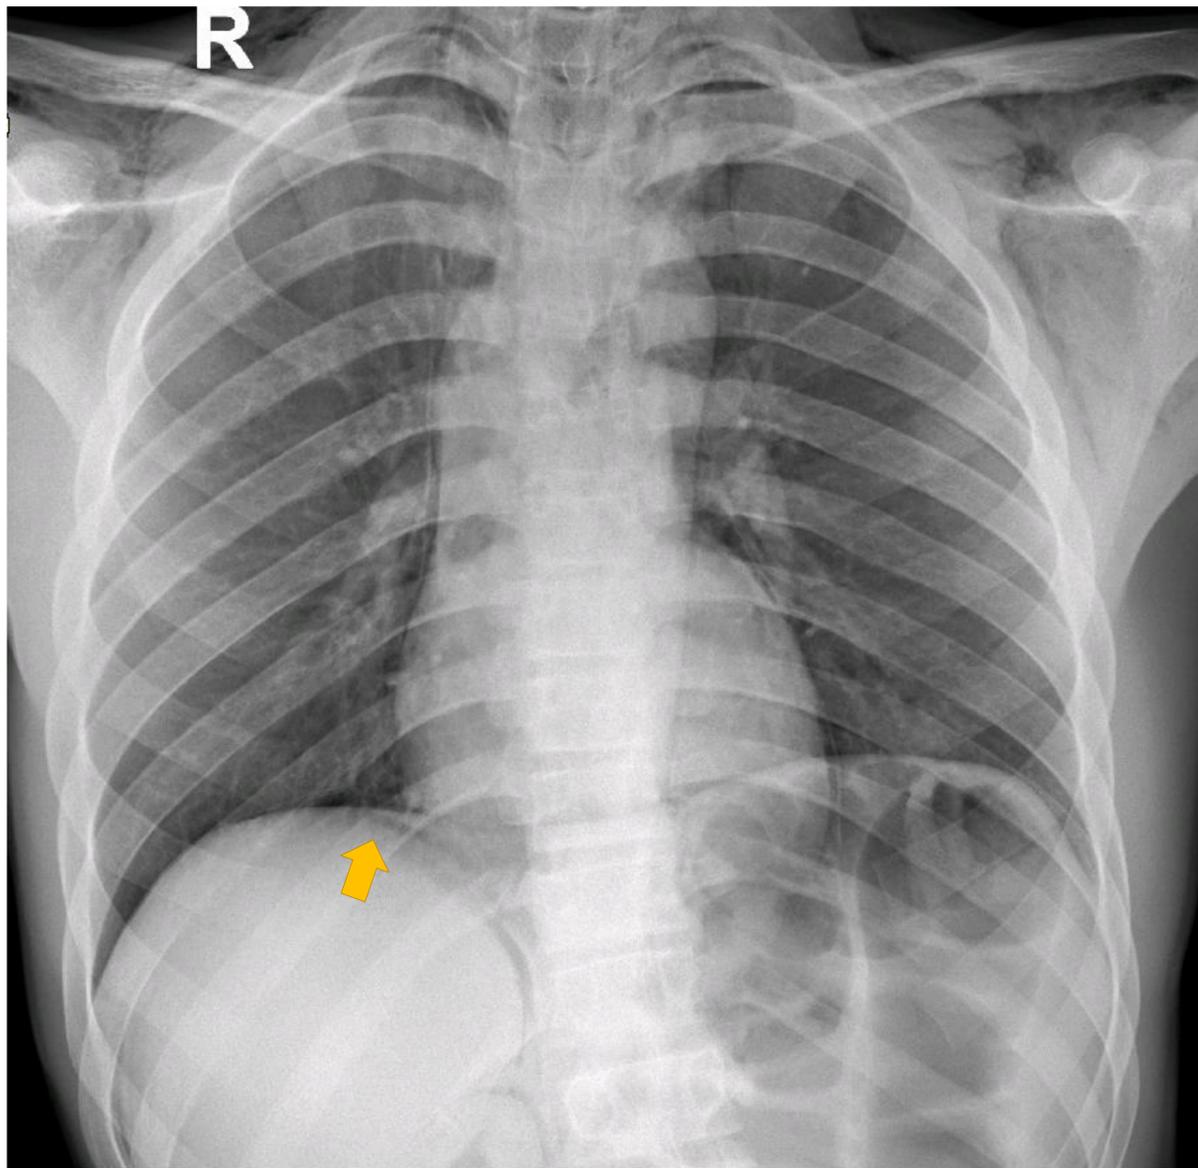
Radiografía de tórax portátil en proyección AP. Signos radiológicos de neumomediastino así como aire subdiafragmático que fue dado de neumoperitoneo (flecha amarilla).
